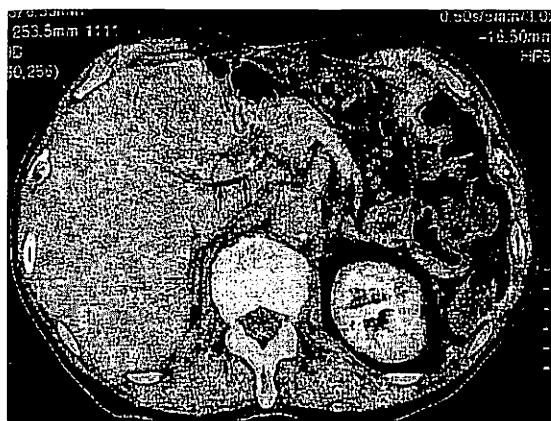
腹部CT像：胆嚢底部部壁は、著明に肥厚し、内部不均一に造影される腫瘍があり胆嚢癌が示唆された。(頸部の胆石を矢印で示す。)
